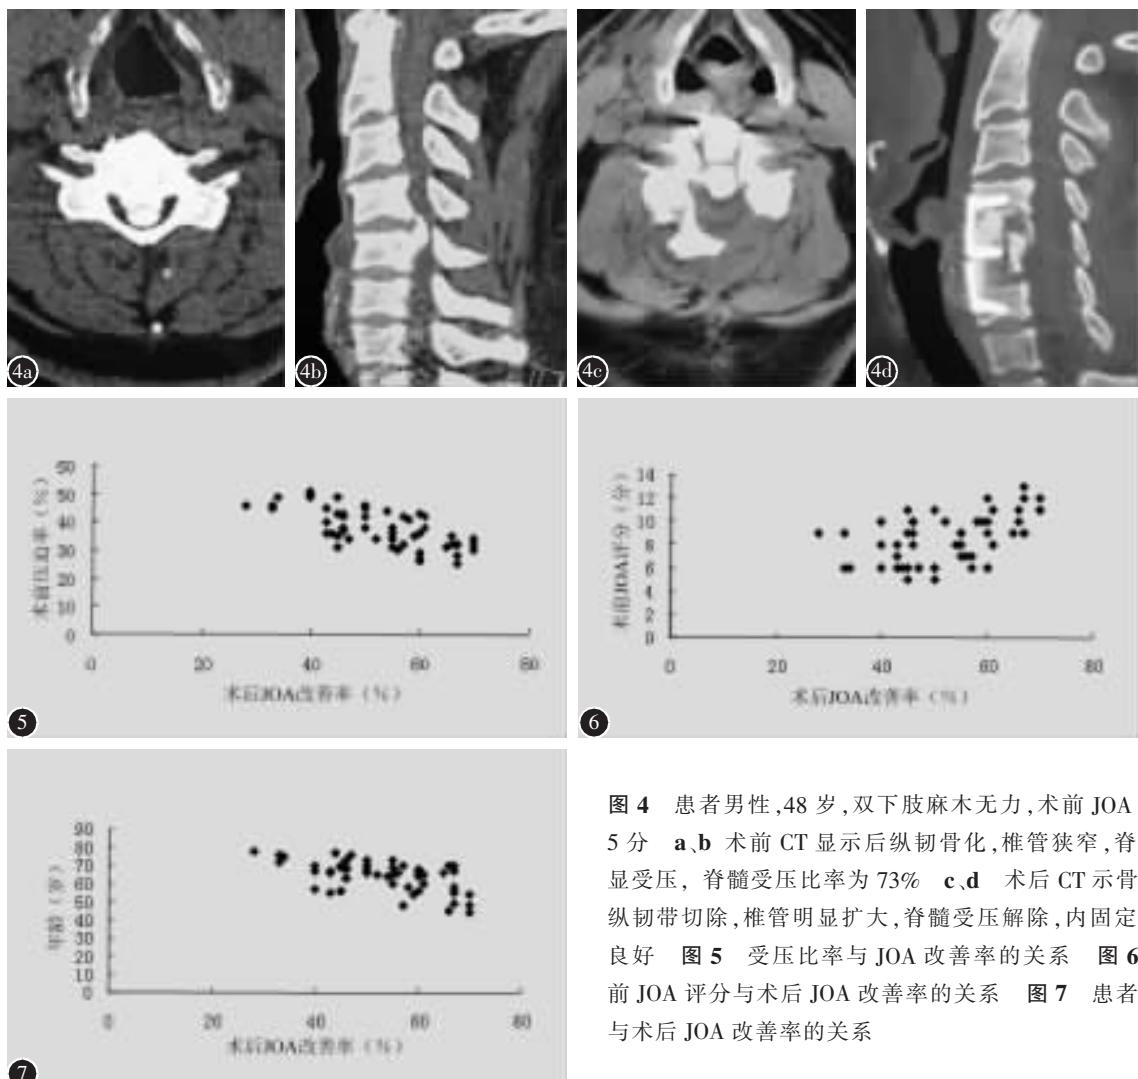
患者男性,48岁,双下肢麻木无力,术前 JOA 评分 5 分 a、b 术前 CT 显示后纵韧骨化,椎管狭窄,脊髓明显受压,脊髓受压比率为 73% c、d 术后 CT 示骨化后纵韧带切除,椎管明显扩大,脊髓受压解除,内固定位置良好 图 5 受压比率与 JOA 改善率的关系 图 6 术前 JOA 评分与术后 JOA 改善率的关系 图 7 患者年龄与术后 JOA 改善率的关系
